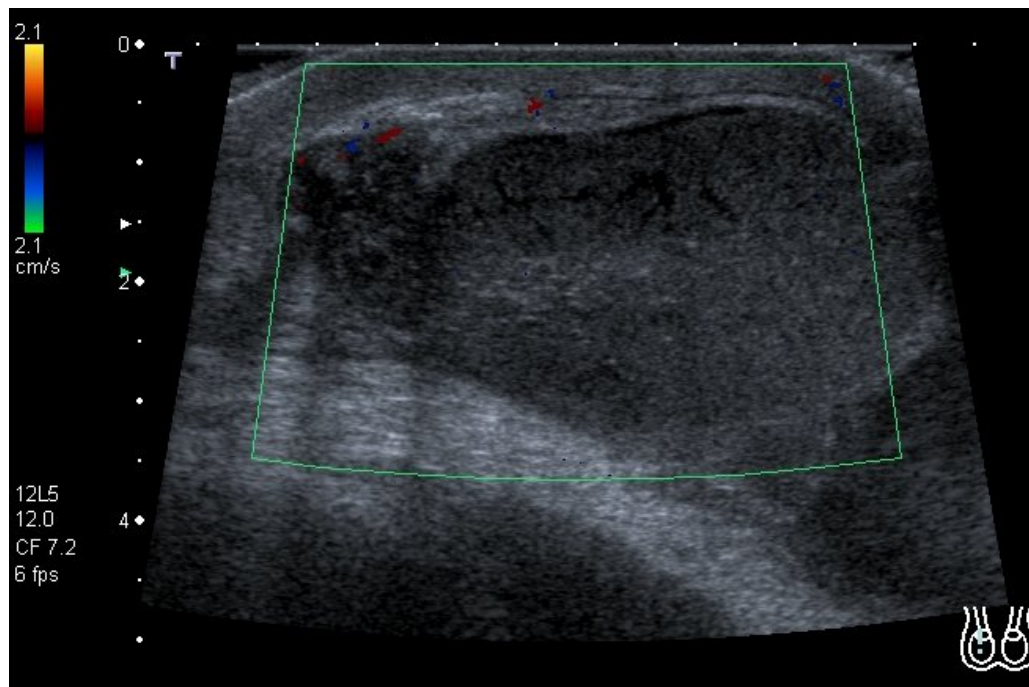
Sonographischer Befund einer Hodentorsion. Kein Nachweis einer intratestikulären Durchblutung möglich. Die Abbildung wurde freundlicherweise von Herrn Dr. Schneble, Kinderklinik St. Hedwig, Regensburg zur Verfügung gestellt.
